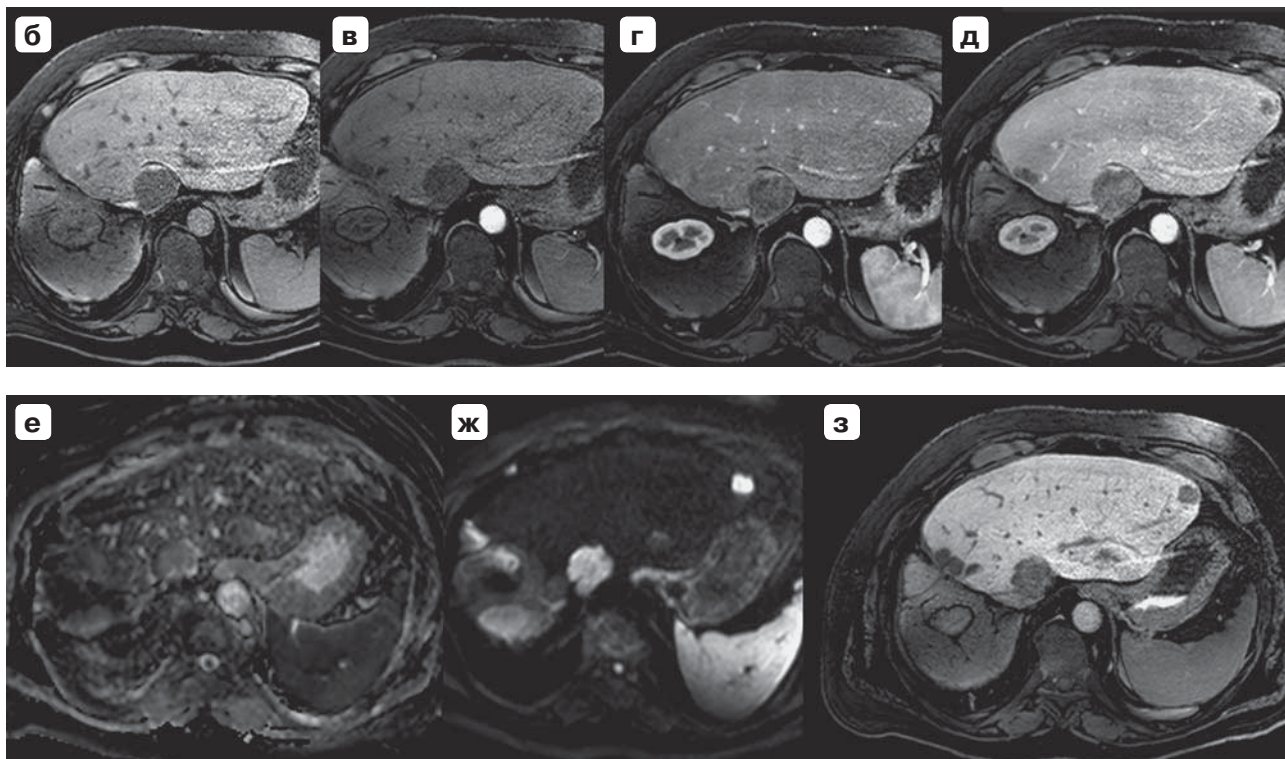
MRI. Liver metastases in a patient with colorectal cancer: a — ileostomy; b — precontrast T1 image, the tumor is visible only in 1 segment of the liver remnant; c — early arterial phases, additional tumors are not visible; d — late arterial phases, additional tumors are also not visible; e — the portal-venous phase, three hypo-intensive areas are visible on the periphery of the liver remnant; f — ADC map, a tumor in segment 1 has a moderately bright signal, which is not typical for a malignant tumor, g — DWI with a high b-factor, bright tumor area are visible in segments 1, 2, and 4 and on the inside of the right side of the chest (lymph node); h — hepatospecific phase, metastases in segments 1 and 2 are visible more clearly, and in segment 4, there are three merging metastases.
